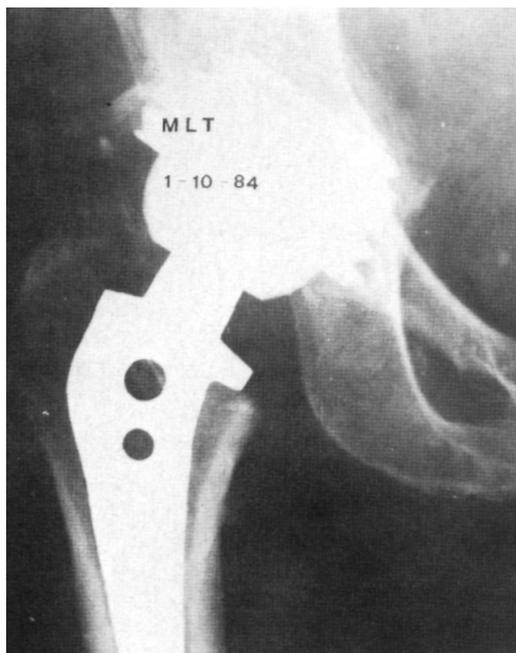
Radiografía a los 6 meses de la intervención operada sin el sistema adhesivo de fibrina donde se puede observar una imagen radiolúcida en ambos componentes, pero hay una buena adaptación de ambos componentes.
